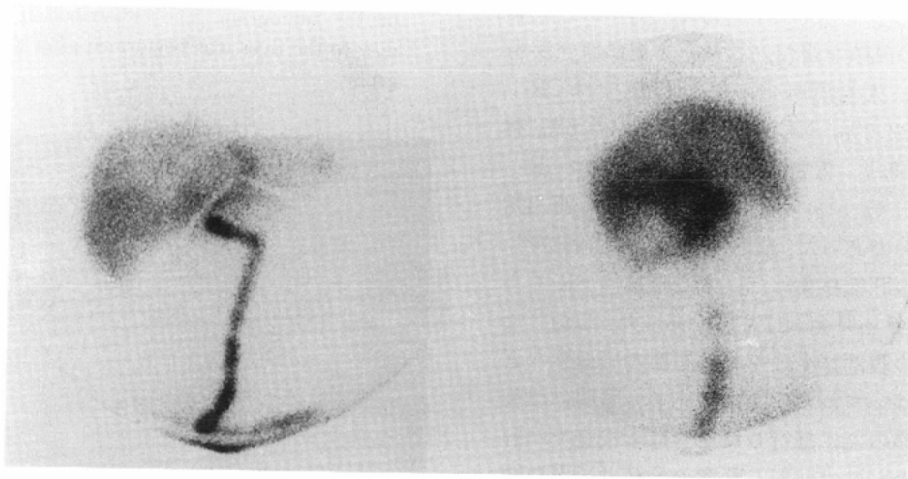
Liver scintigram injecting radionuclide through the infusion catheter: This scintigram indicates a good distribution of the drug throughout the liver.
